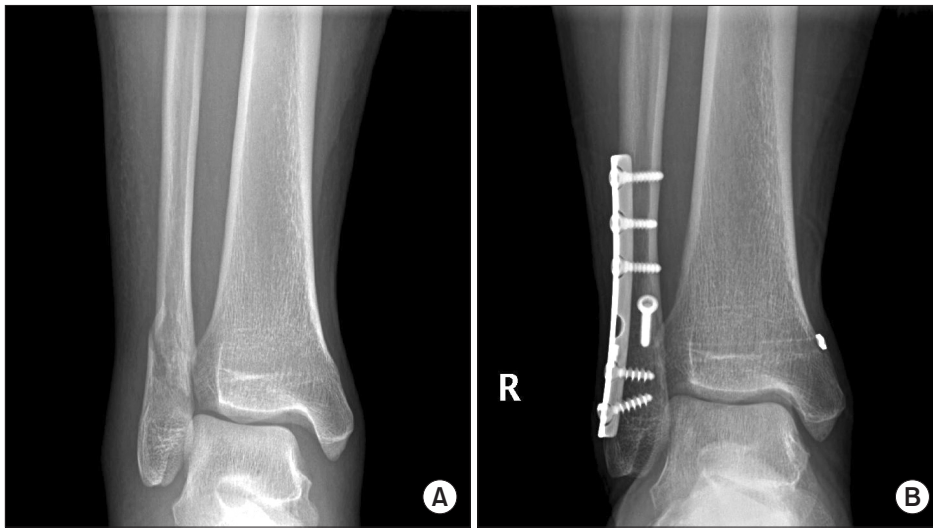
(A) Preoperative nonweightbearing anteroposterior radiograph of a right ankle demonstrates supination-external rotation type ankle fracture. (B) Final nonweightbearing anteroposterior radiograph show no evidence of syndesmosis widening.
